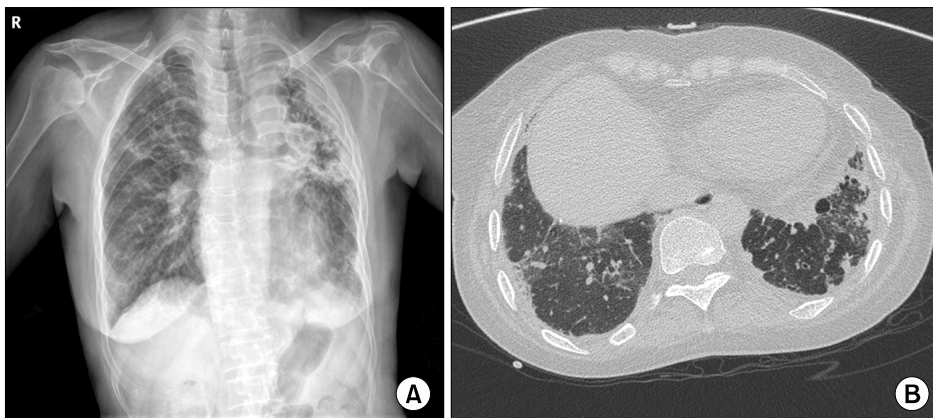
Initial chest radiograph shows characteristic findings of a “tuberculosis-destroyed lung” (A). A chest computed tomography revealed interstitial lung disease at the basal portion of the right lower lobe (B).
